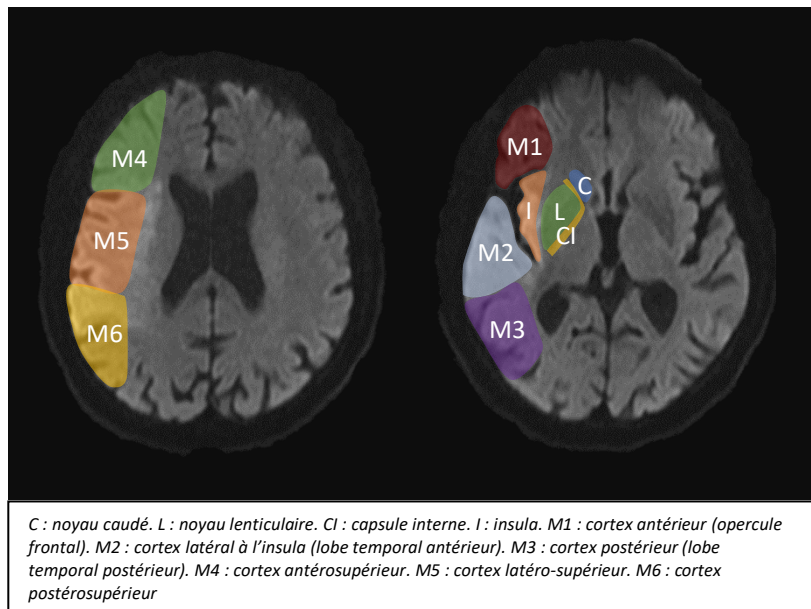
Territoires du score ASPECTS
